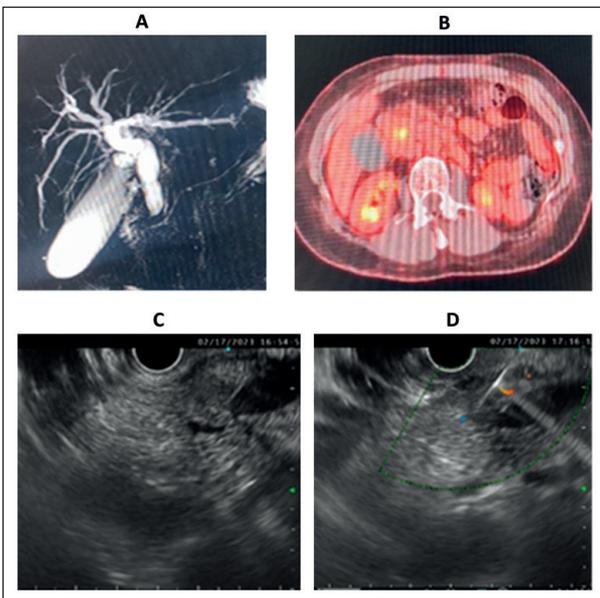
Femenino, 41 años, síntomas inespecíficos, GGT y FA elevados. A) Colangiografía por resonancia: estenosis de 12,5 mm de colédoco distal. IgG 4: normal. CA 19-9: elevados. B) PET: Captación de colédoco distal. C) EUS: Estenosis de colédoco distal, D) punción FNB25 G: positivo: colangiocarcinoma.
